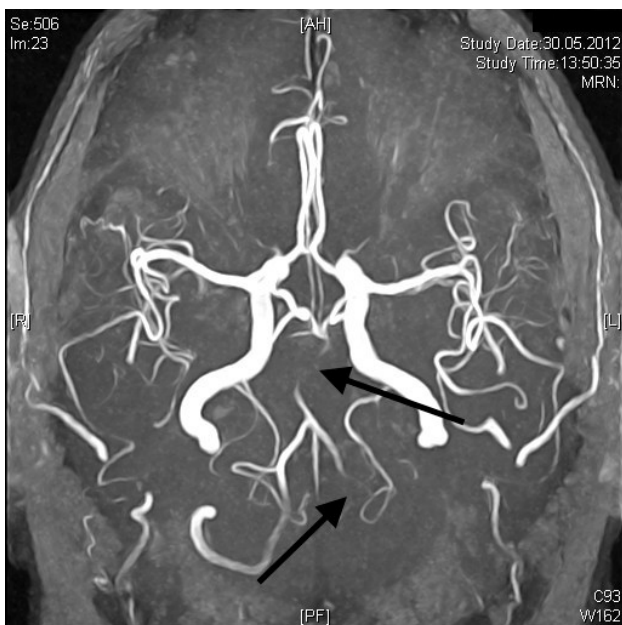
MRT mit Angiographie der Hirnarterien. Subtotale Stenose der A. basilaris (oberer Pfeil) und langstreckiger Verschluss der linken A. vertebralis (unterer Pfeil) (Pat. 11).
